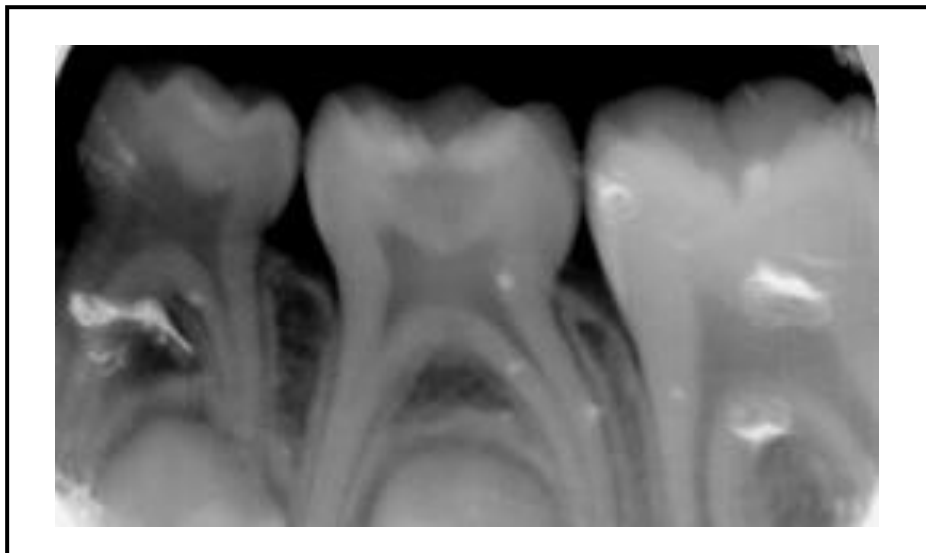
Radiografía periapical preoperatoria.
